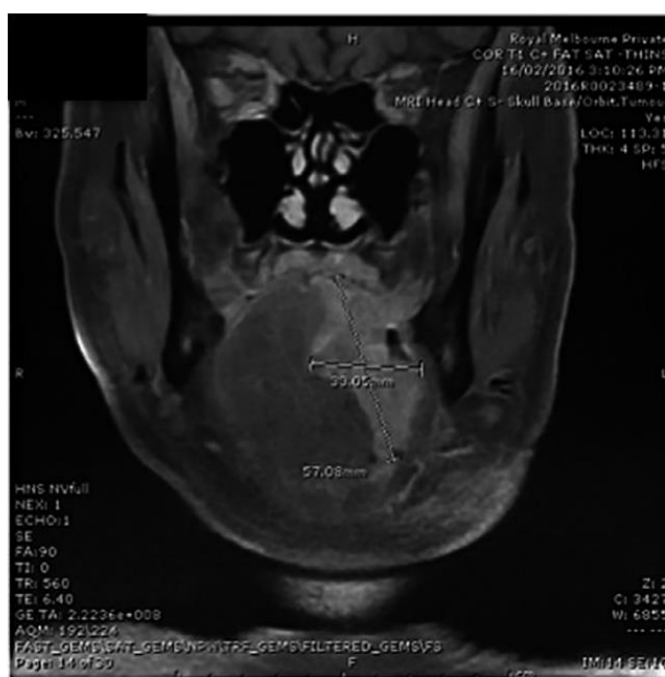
Corte coronal de uma ressonância magnética. Fonte: Adaptado de Wong *et al.* (2018)
